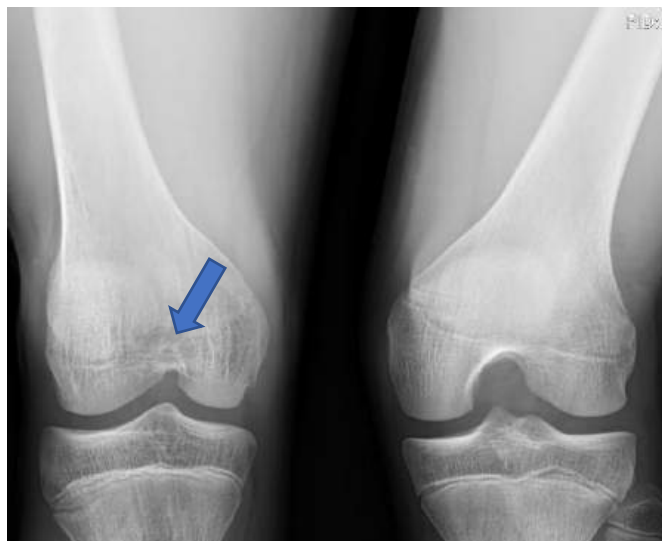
Фото рентгенограми обох КС у проєкції тунелю пацієнта З., 14 років (Додаток Ж №38, історія хвороби №91376). Стрілкою позначено ознаки недорозвинення МЯСК
